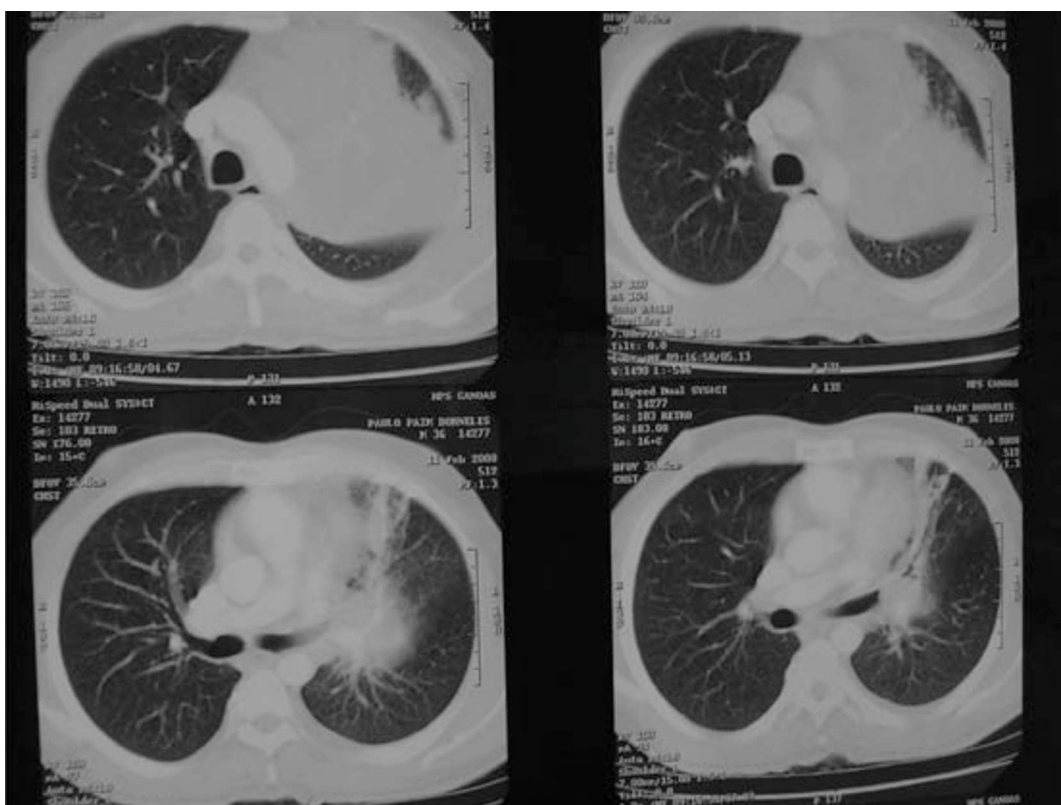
Tomografia de tórax, mostrando massa pulmonar extensa à esquerda
